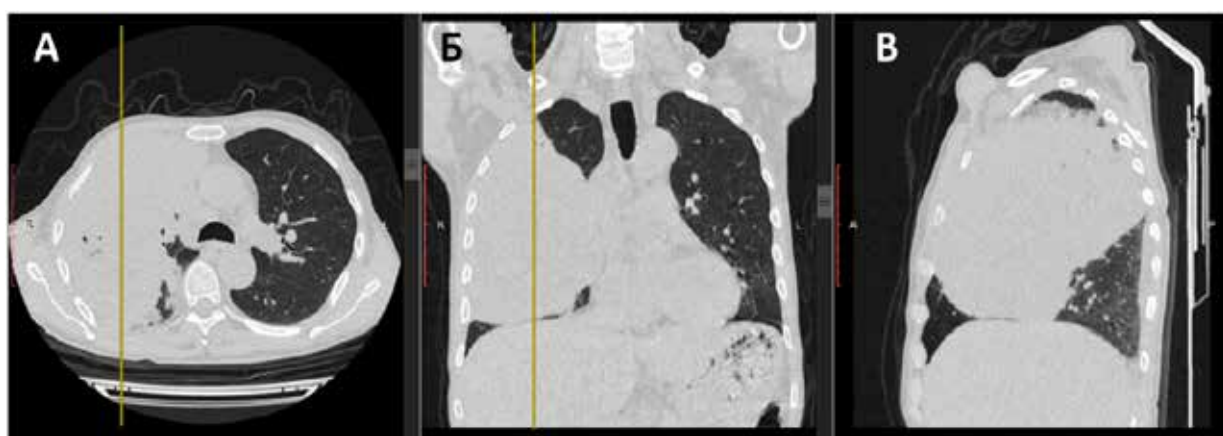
МСКТ ОГК, клинический случай 2: А – аксиальный срез, Б – корональный срез, В – сагиттальный срез.
